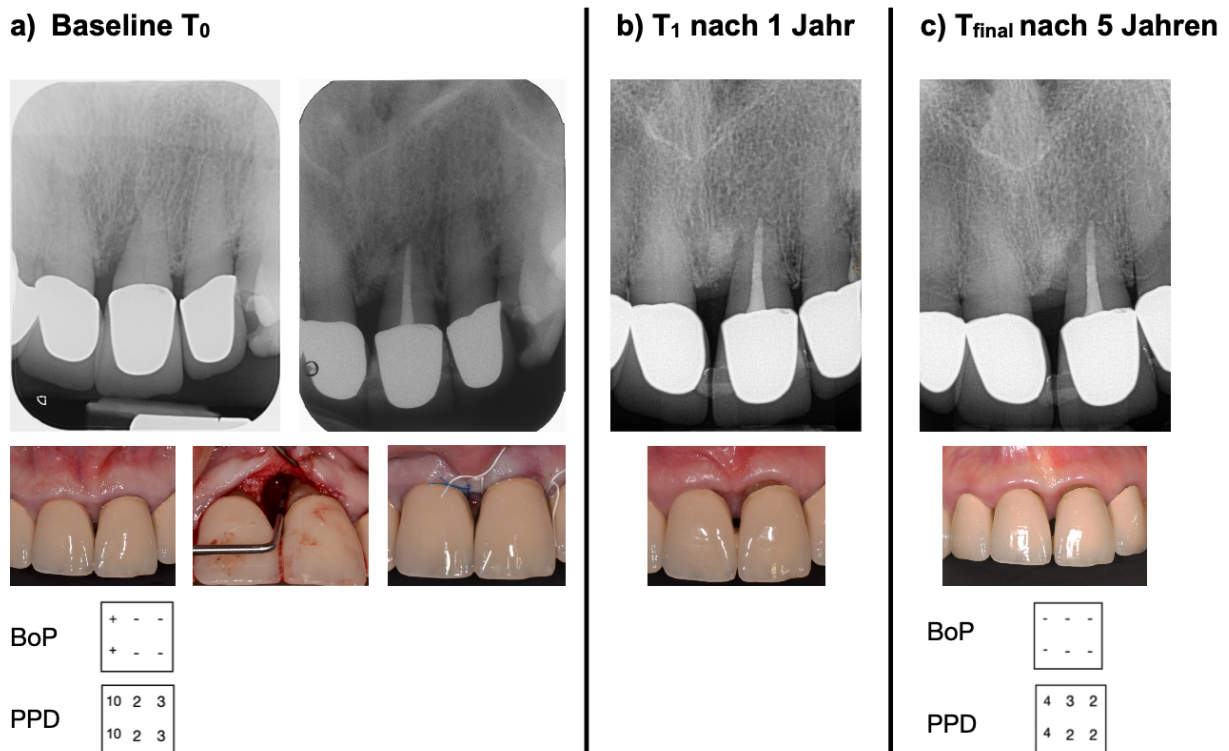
Röntgenologische und klinische Situation von einem Oberkiefer-Frontzahn (#21) bei einer 79-jährigen Patientin mit Nachuntersuchungen nach 1 Jahr und 5 Jahren.
